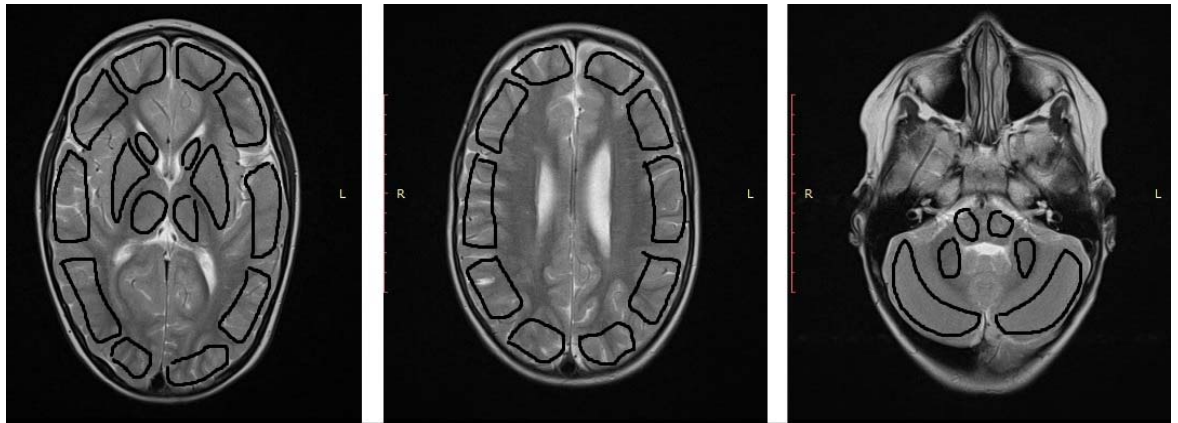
Больной М., 5 лет, ИБ 13243. Диагноз: синдром моя-моя. Состояние после повторных ТИА. Киста полюса левой височной доли. Сопутствующий диагноз: ВИЧ, гепатит С. Размещение ЗИ при МР перфузии головного мозга
